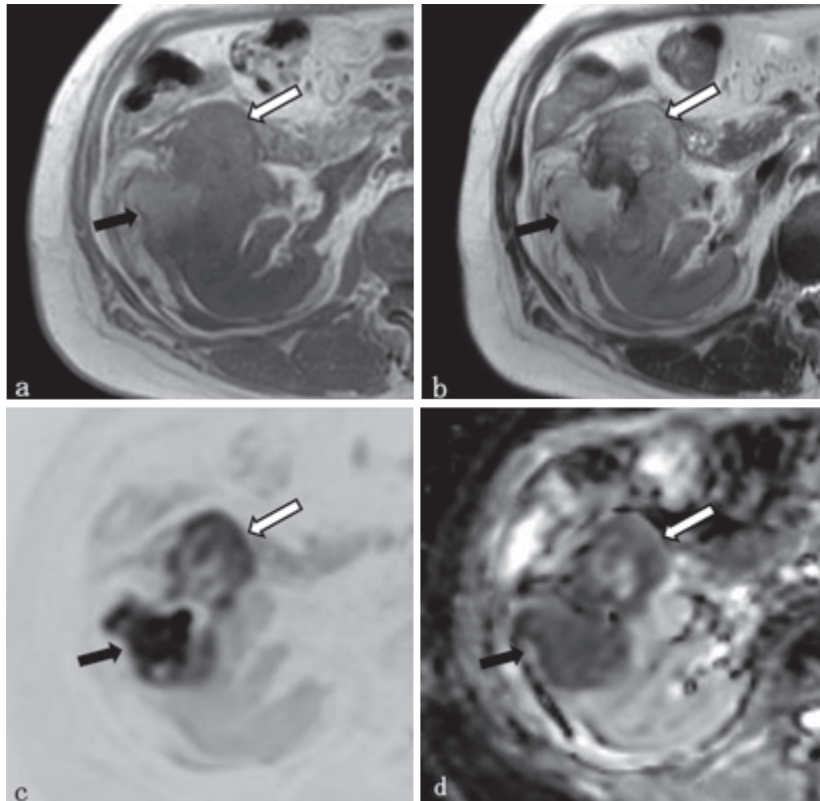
腹部MRI 腎中部レベル横断像 a: T1 強調像, b: T2 強調像, c: 拡散強調像 ($b = 1000\text{s/mm}^2$), d: ADCmap
